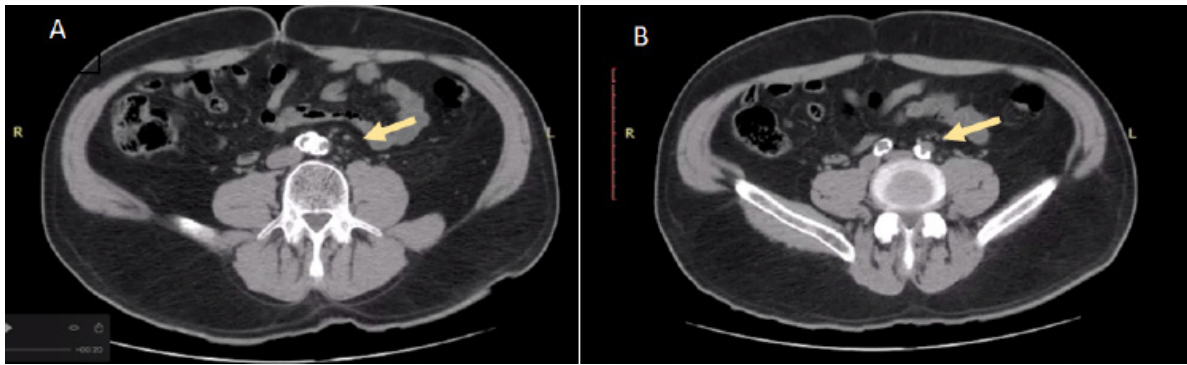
Angiotomografía sin contraste en cortes axiales postratamiento. A) A nivel proximal de la arteria ilíaca primitiva izquierda poslitotricia y angioplastia, se observa la modificación de la lesión calcificada. B) A nivel distal de la arteria ilíaca primitiva izquierda poslitotricia y angioplastia, se observa la ganancia de lumen.
